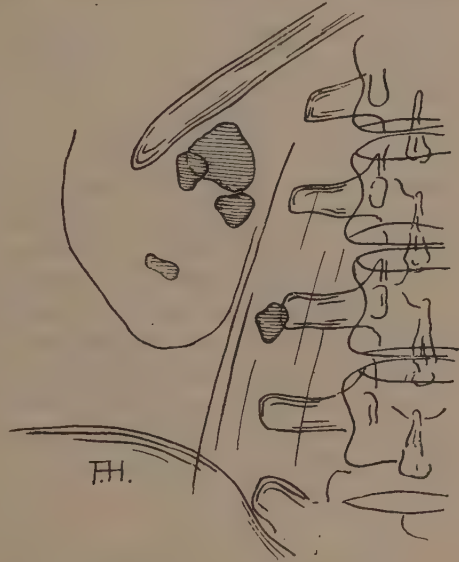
Vorsicht bei der Beurteilung der Steingröße. Obiges Röntgenogramm ist am gleichen Tage wie Abb. 11 aufgenommen. Der Stein in der unteren Nierenhälfte erscheint viel kleiner als dort. Infolge Drehung des Konkrementes erscheint er einmal von der Fläche, das andere Mal von der Kante getroffen.
